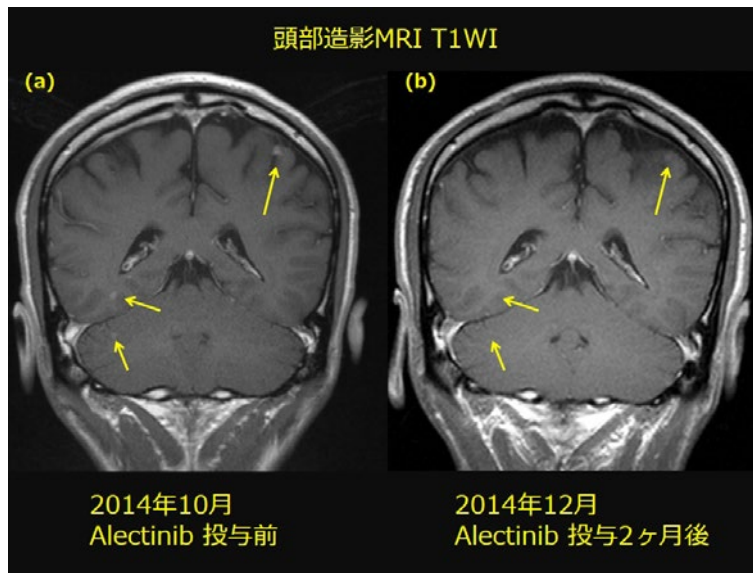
頭部造影MRI T1強調像(症例1). (a)アレクチニブ投与前. 多発する脳転移を認めた(矢印). (b)アレクチニブ投与2ヶ月後. 脳転移の消失を認めた(矢印).
